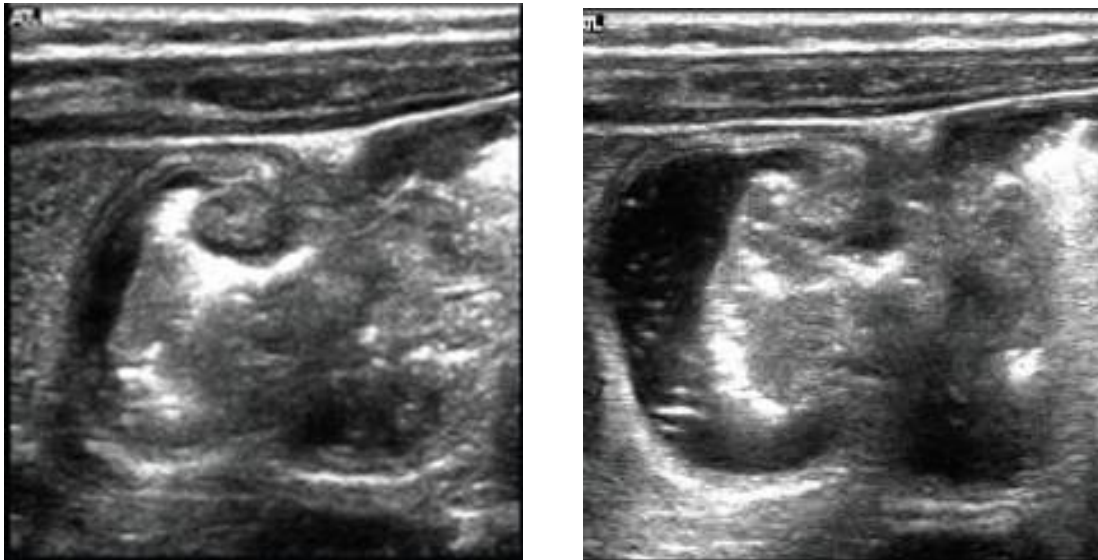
Images échographiques d'une réduction hydrique échoguidée. [126]
